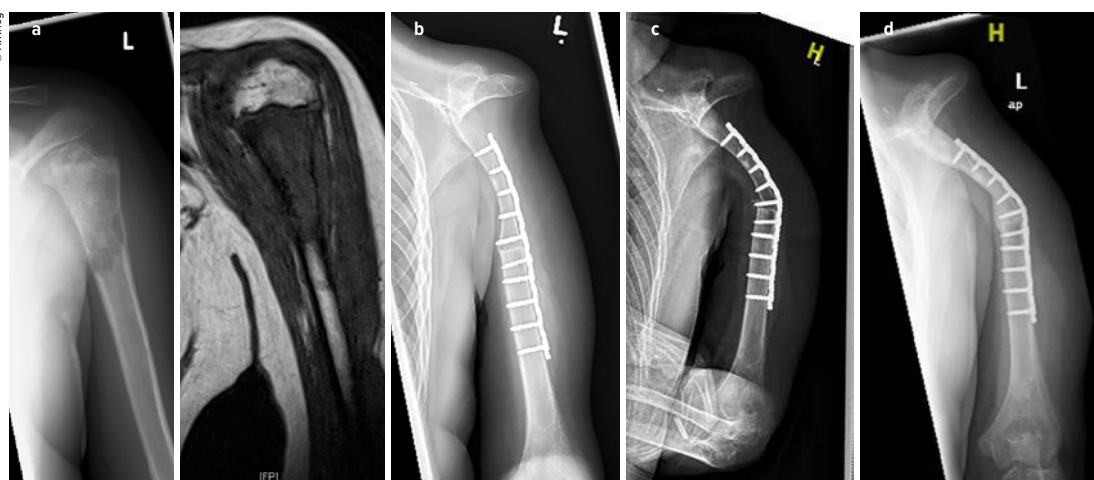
a) 13-jähriger Junge mit einem High-Grade-Osteosarkom am proximalen Humerus links (Röntgen und MRI); b) Nach neoadjuvanter Chemotherapie erfolgten die weite Resektion des gesamten proximalen Humerus (R0) und die Rekonstruktion mit der „Clavicula pro humero“-Rekonstruktion; c) im Winter (4 Monate postoperativ) kam es zum Sturz und zur Fraktur/Verbiegung der Reko-Platte; d) nach konservativer Therapie 2 Jahre postoperativ Konsolidation und gute Funktion (Stabilität proximal – gute Funktion in Ellbogen und Unterarm)
